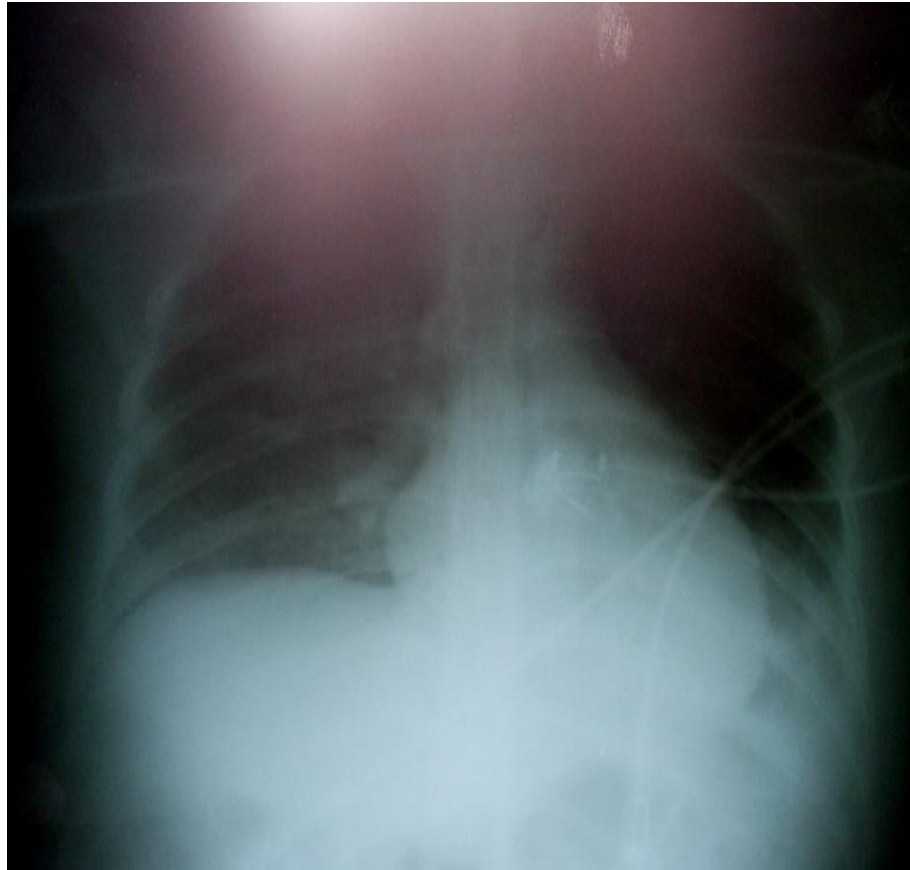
Radiografia de tórax realizada duas horas do início dos sintomas apresentando infiltrado alveolar e intersticial bilateral sem comprometimentocardiogênico
